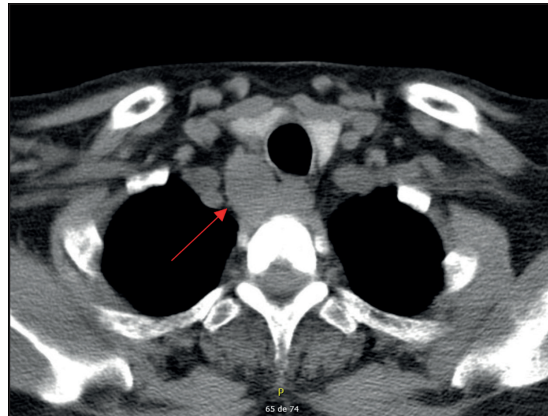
TC Cabeza y cuello. Nódulo sólido homogéneo con márgenes bien delimitados de 30 x 31 x 22 mm localizado por detrás del lóbulo tiroideo derecho.
